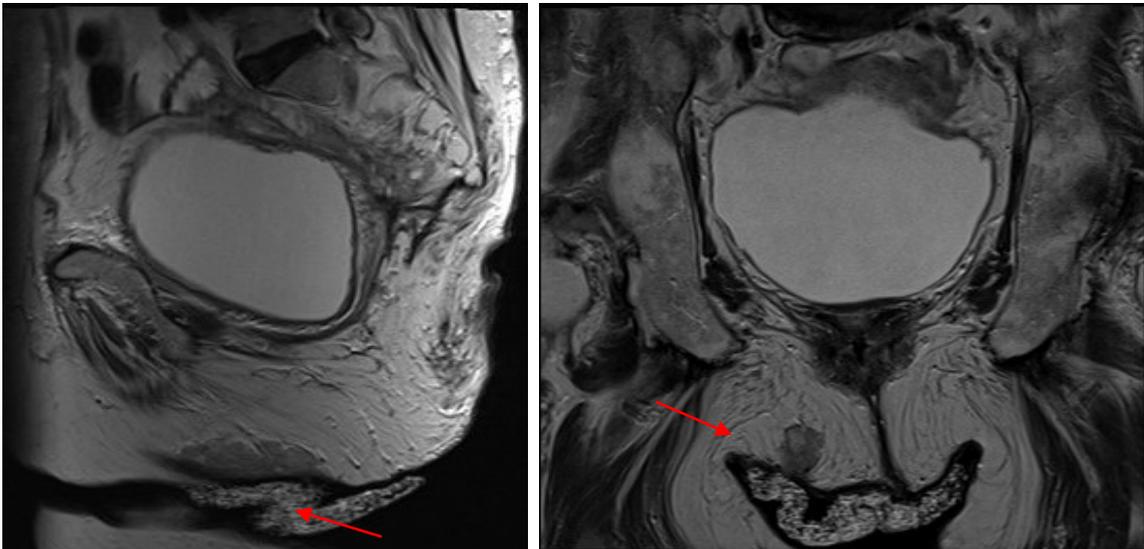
Imágenes de RMN con metástasis cutáneas en glúteo
